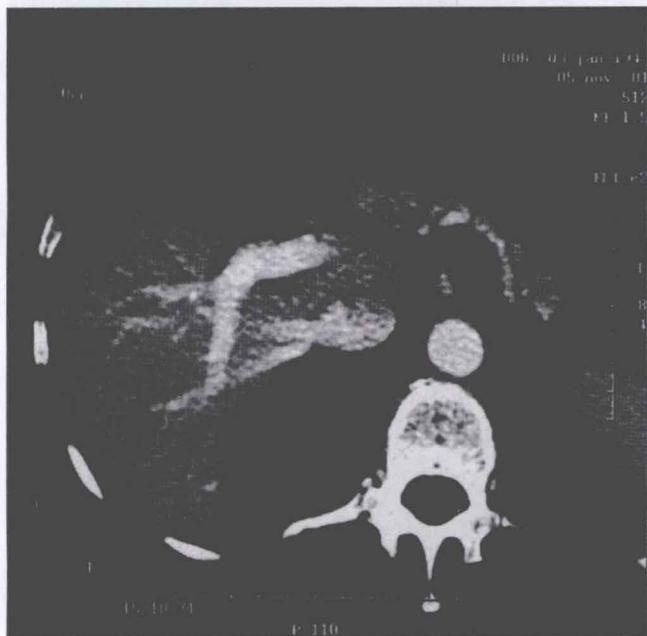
肝右静脉下段在CT上的位置:位于肝门水平,易于辨认。
